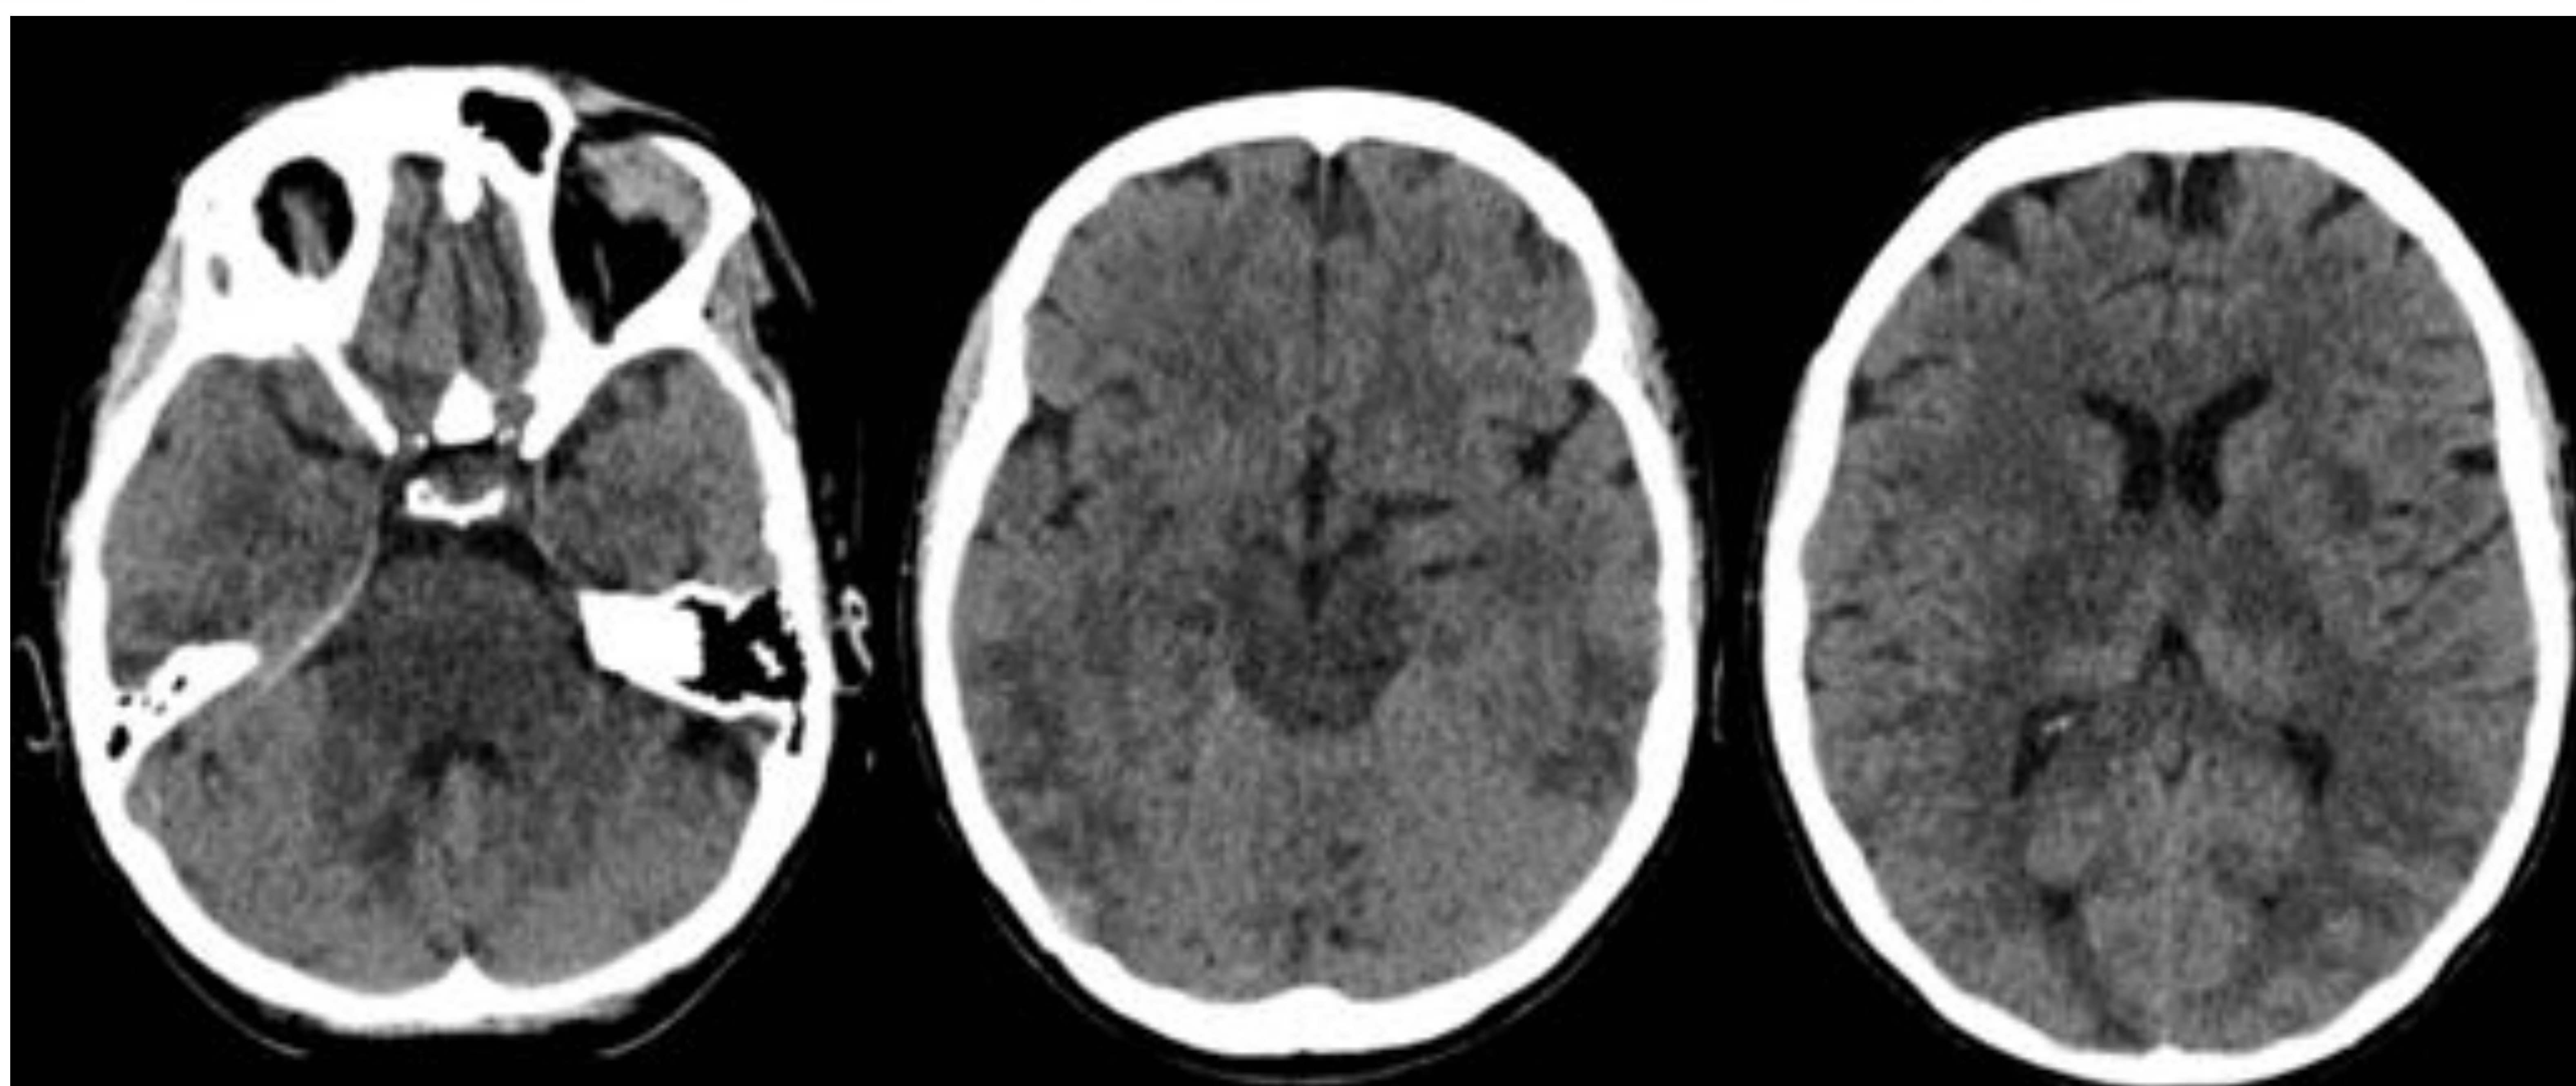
Mujer de 36 años con eclampsia en la primeras 24h posparto. En la TC de urgencias presenta hipodensidades múltiples de localización corticosubcortical parietooccipital y temporal posterior bilateral, capsulotalámica bilateral, área de cápsula externa izquierda, zona posteromedial del hemisferio cerebeloso derecho y de forma dudosa en protuberancia. Hallazgos sugerentes en el contexto clínico de la paciente de encefalopatía posterior reversible (PRES).
